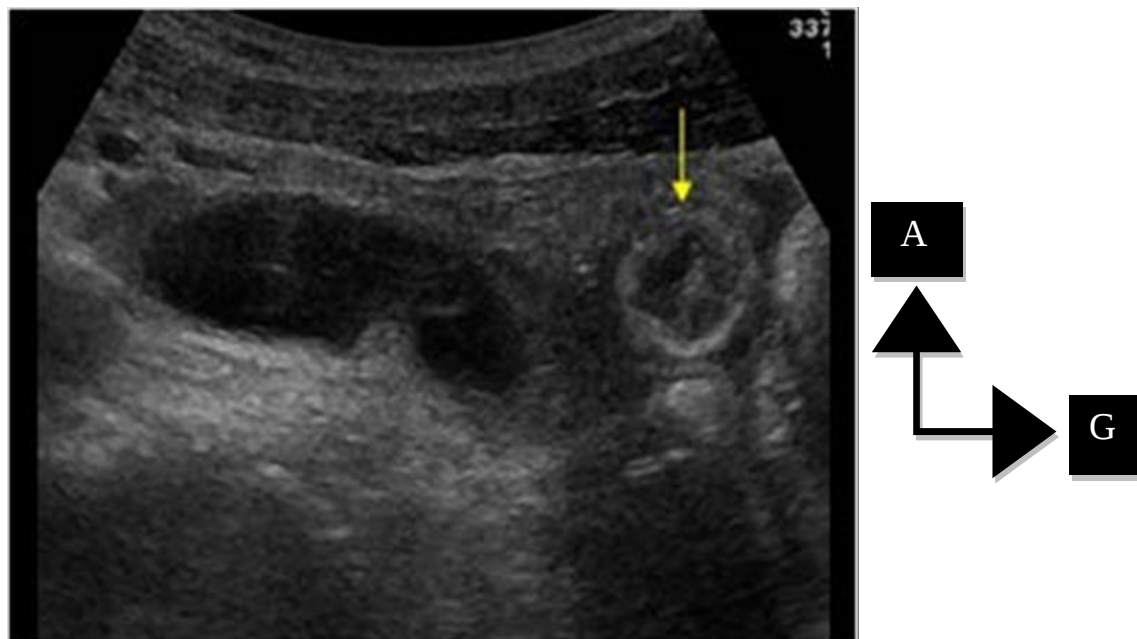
Aspect échographique d'un diverticule de Meckel. [47]
